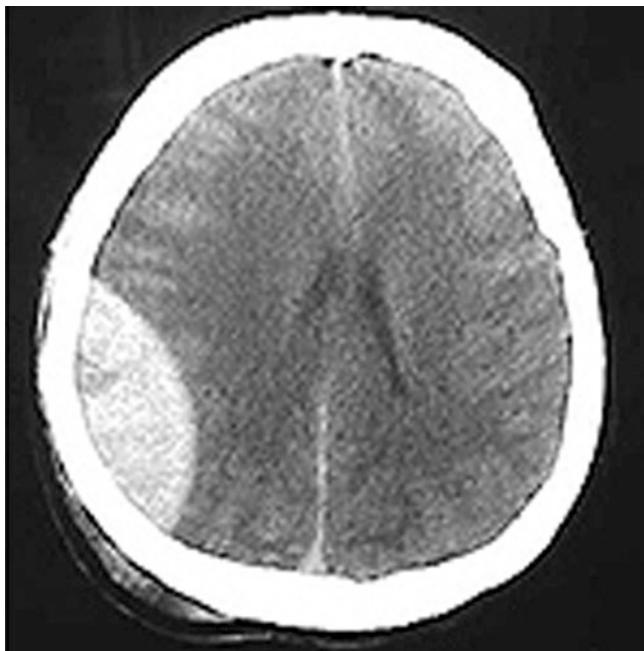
Computertomographie einer akuten epidurale Blutung rechts parietal
